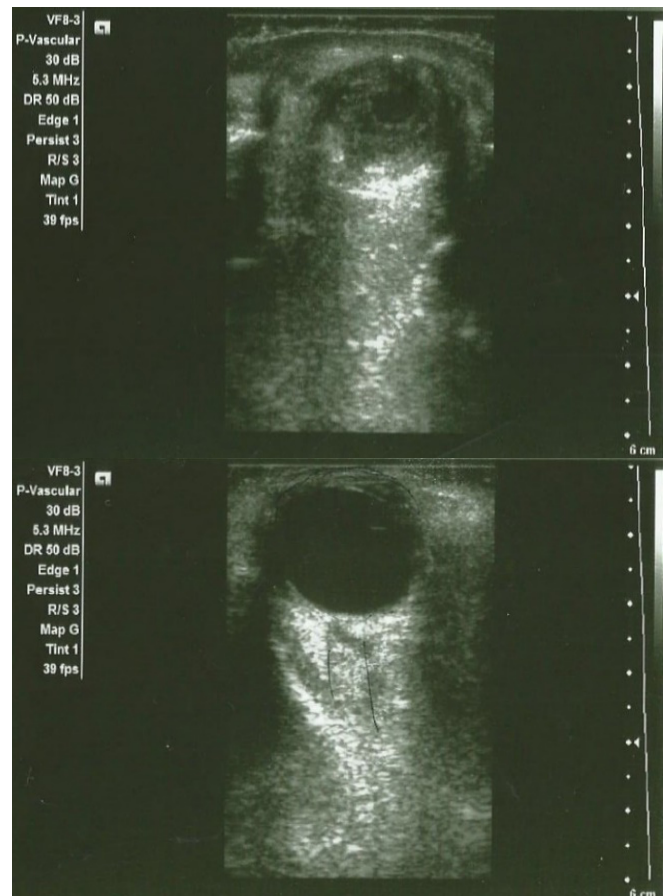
Ecografía *point of care* en el ojo derecho que demuestra disminución en el tamaño del globo (en comparación con el izquierdo) y el colapso de la cámara anterior.
